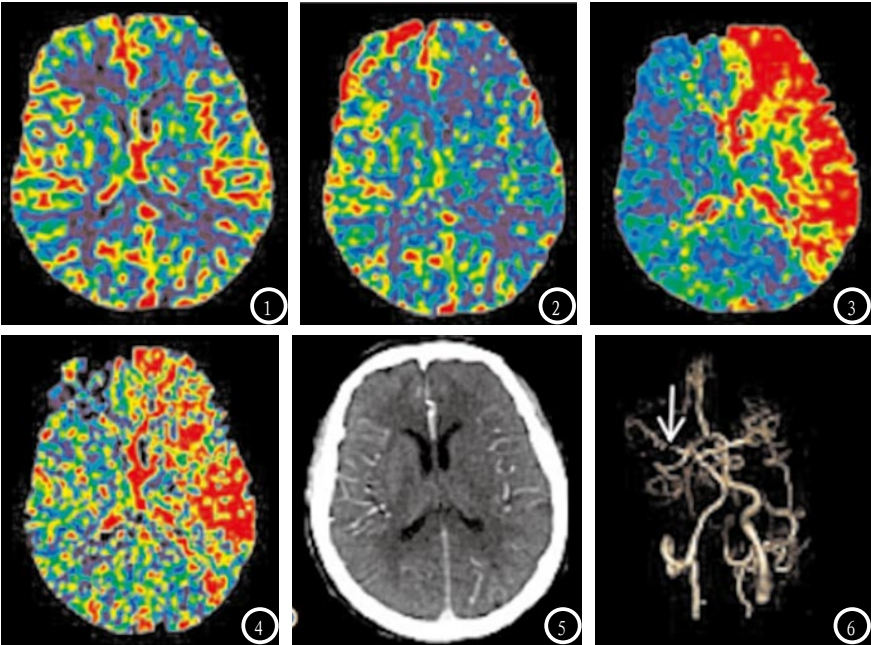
左侧颞叶急性脑梗死，患者女性，76岁，CT平扫及增强扫描未见明显异常（图5）；CTP检查示左侧颞叶CBV无明显异常，CBF降低，MTT及TTP增加（依次为图1-4）；CTA检查示左侧大脑中动脉M1段闭塞（图6）。
